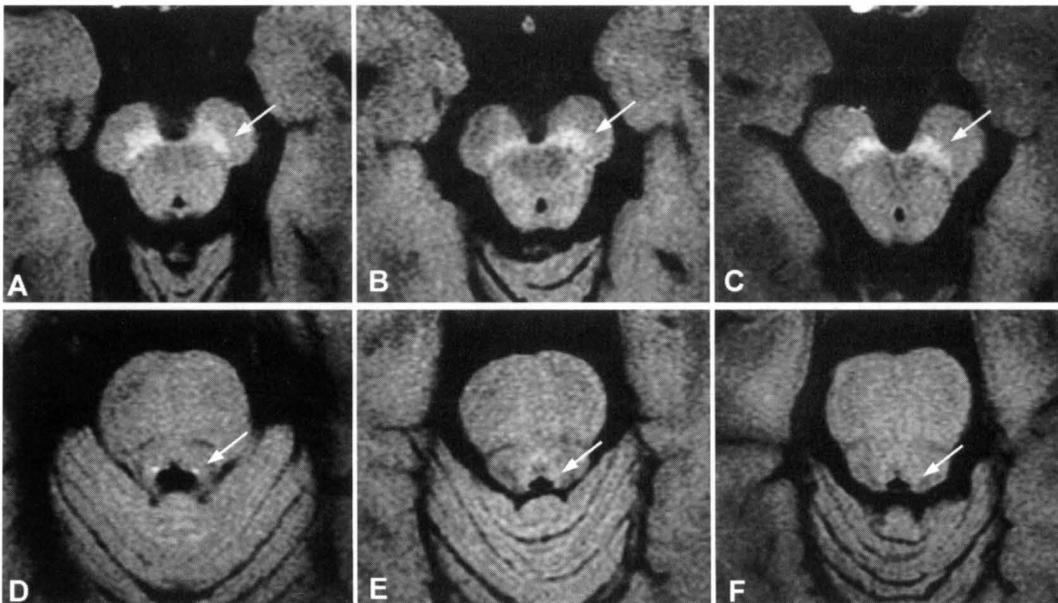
神経メラニンMRIによるParkinson病とうつ病の変化
